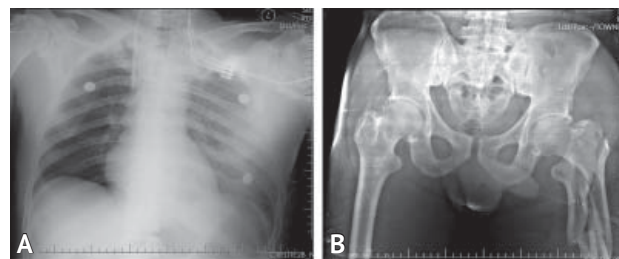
Рентгенограмма: А — грудной клетки. Ушиб мягких тканей грудной стенки; В — костей таза и бедра. Многооскольчатый чрезвертально-подвертальный перелом левой бедренной кости со смещением отломков по ширине
